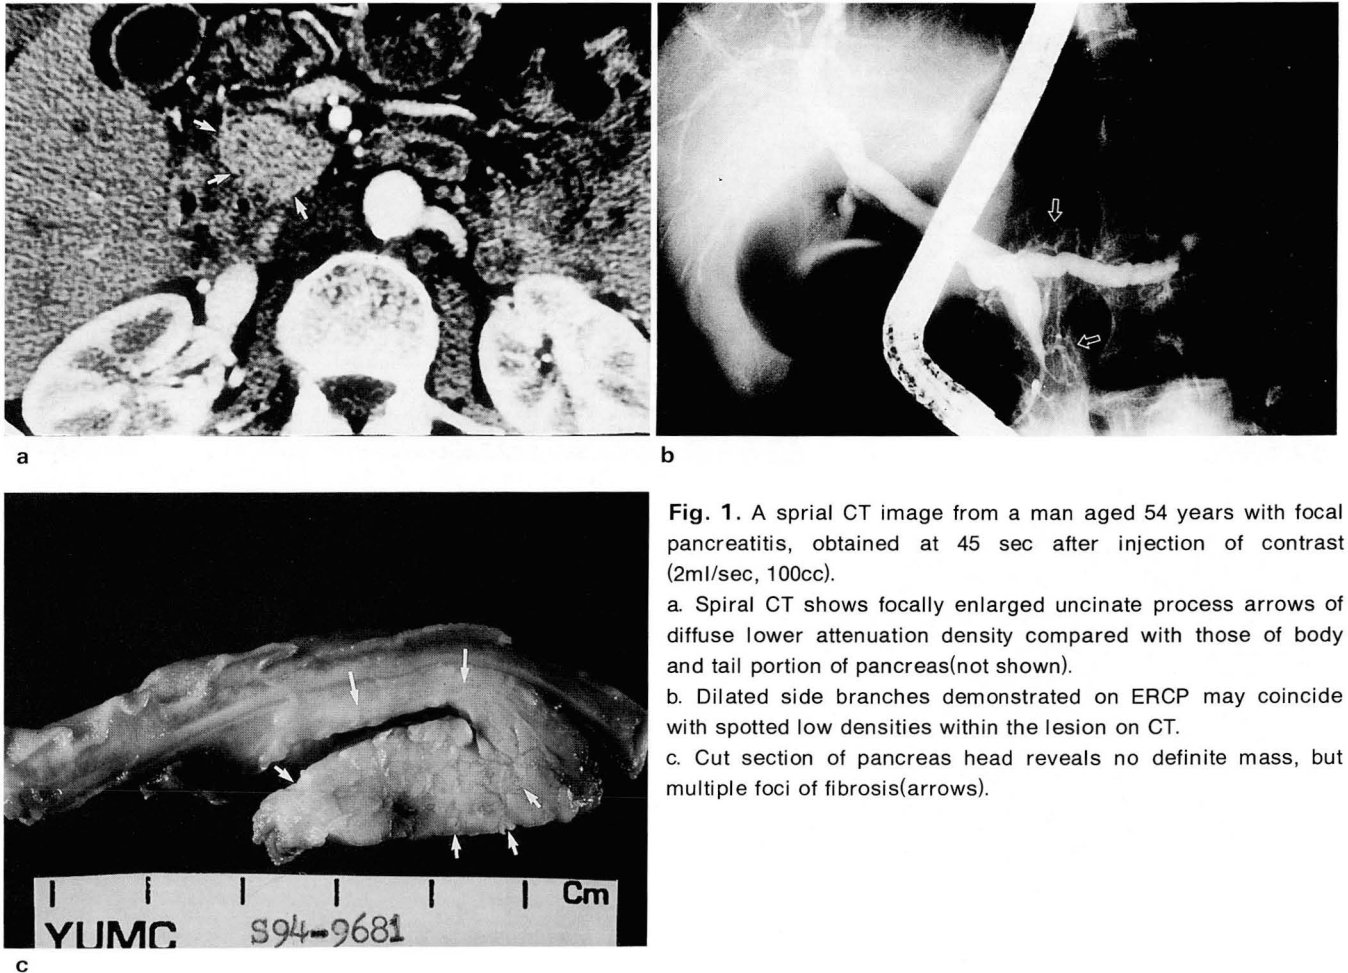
A spiral CT image from a man aged 54 years with focal pancreatitis, obtained at 45 sec after injection of contrast (2ml/sec, 100cc).
